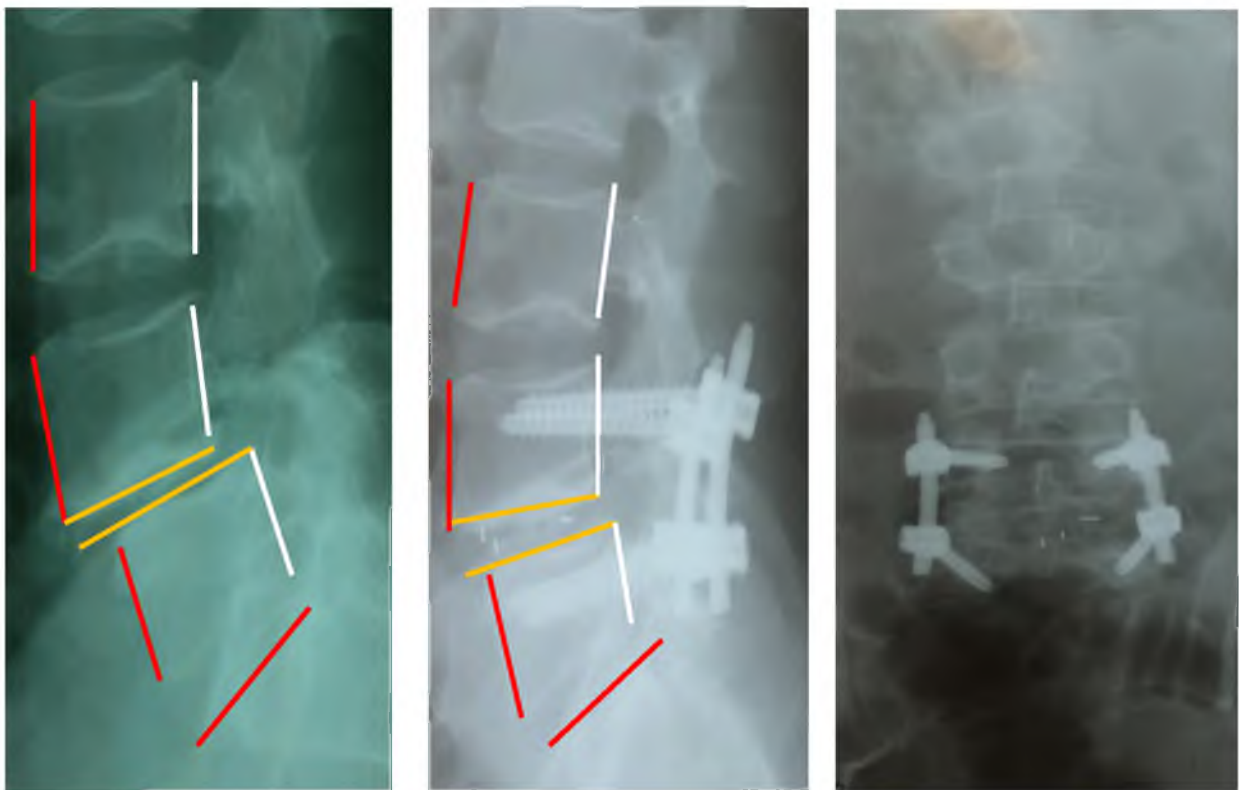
Рентгенограммы пациента С. до и после хирургического лечения дегенеративного спондилолистеза L_{IV} (линейное смещение 14 мм.) с применением межтелового спондилодеза и транспедикулярной стабилизации
